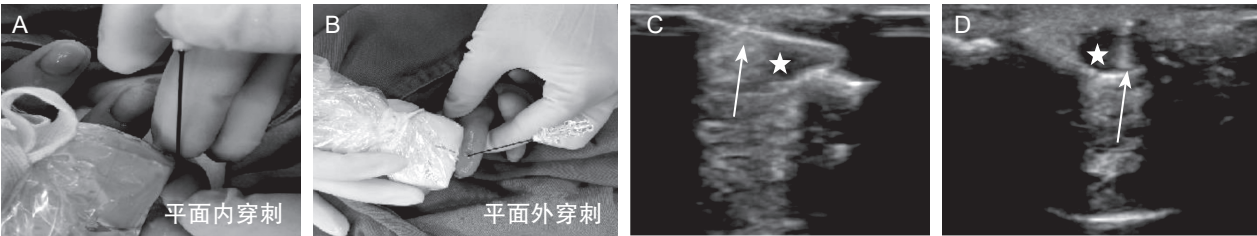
射频热凝术治疗血管球瘤术中穿刺图像及超声引导下图像
